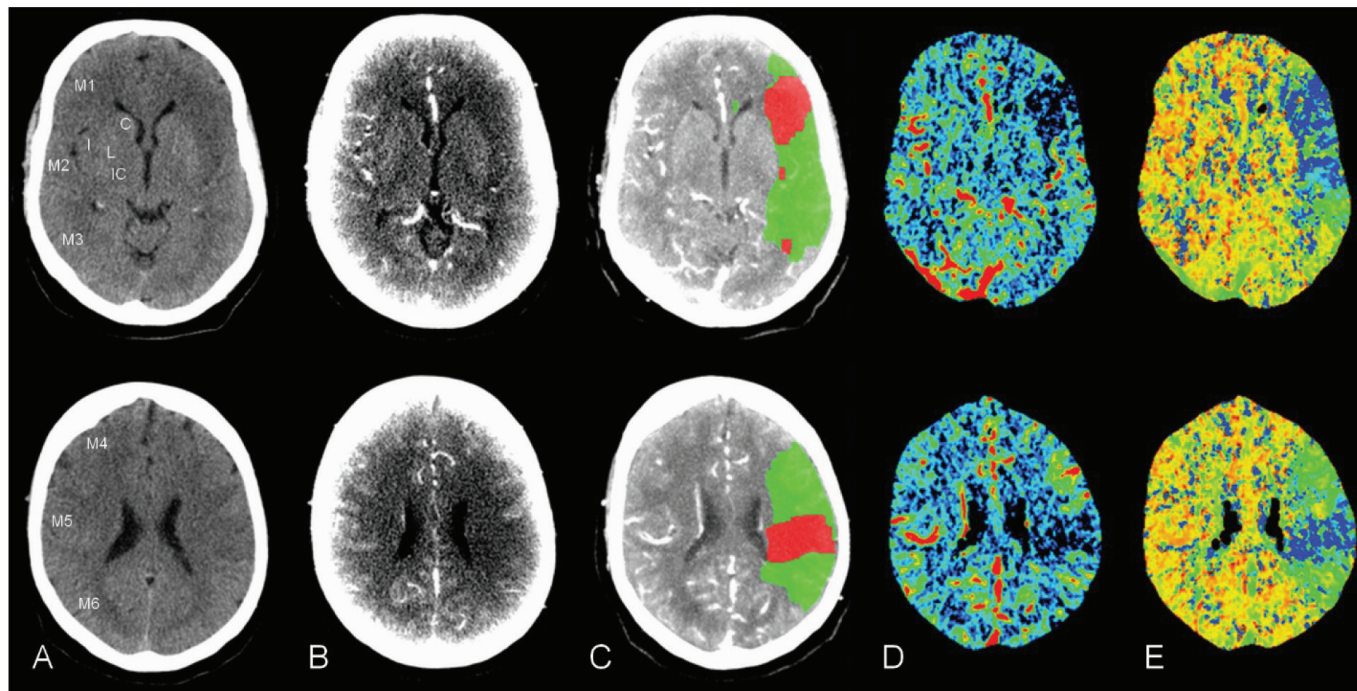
NCCT, CTA și CTP la un pacient cu AVC acut. Un bărbat în vârstă de 67 de ani cu afazie și hemipareză dreaptă. Imagistica la aproximativ 1 oră de la debutul simptomelor. Rândul superior corespunde nivelului ganglionar ASPECTS (C – nucleu caudat; L – nucleu lentiform; IC – capsulă internă; I – regiune insulară; regiuni corticale M1–M3), rândul inferior la nivelul supraganglionar ASPECTS (M4–M6 regiuni corticale). Semnele ischemice din teritoriul MCA stâng sunt văzute pe (A) NCCT; (B) CTA; (C) pe CTperfuzie cu penumbra și zona de infarct; (D) hărți CBV; și (E) hărți MTT. *Proprietate van Seeters și colab.*
